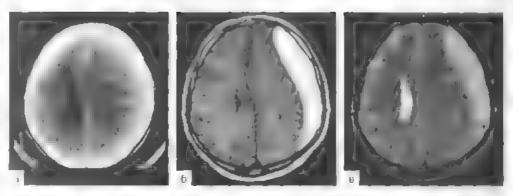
Компьютерные томограммы. Подострая субдуральная тем втома справст тотсутствие субарахмовысьных щелей но коновексу, рубым післовацью средічносту структур стравать, ево саютным свосеннем правого бокового желу точка, темый боковой желу точка точка под точка запорастырей, тема оча не визущизируется намен инна, о МРТ в режиме 1 в MPT в режиме Ту-Видна распространенная субдуральным темплома.
